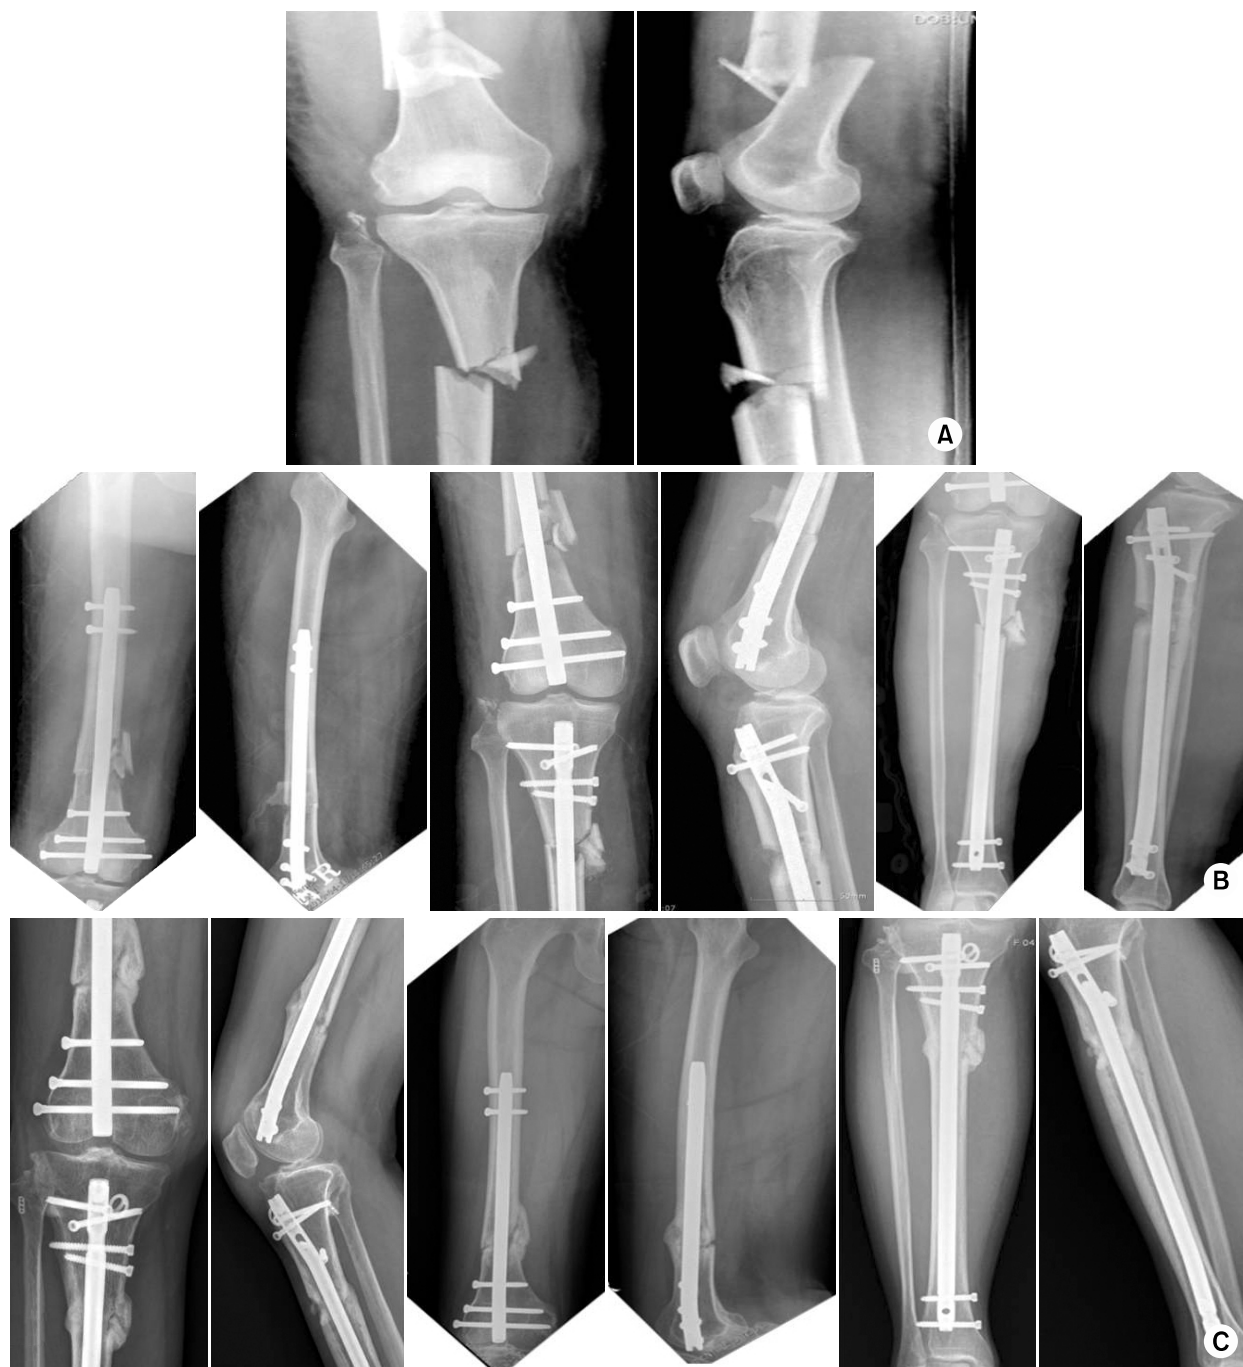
(A) Preoperative knee anteroposterior (AP) lateral radiographs show a tibia and femur shaft comminuted fracture, but the fracture line does not extend to the knee joint.
